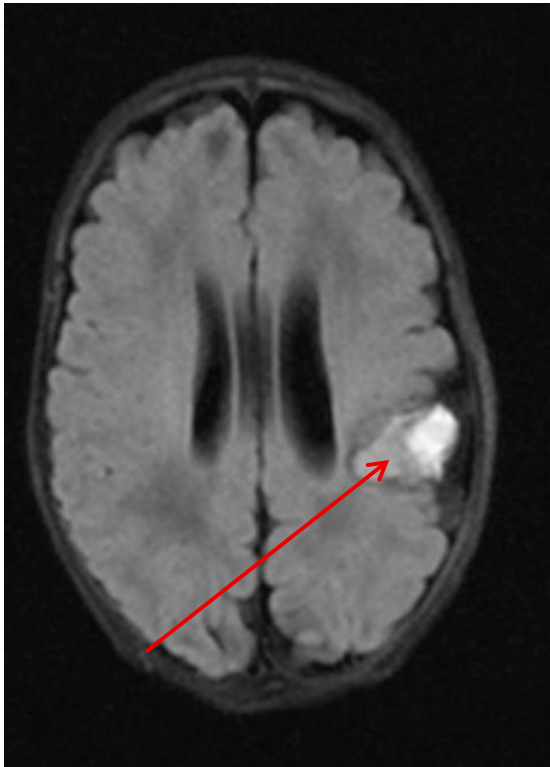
(links): FLAIR-Sequenz, Transversalschnitt
